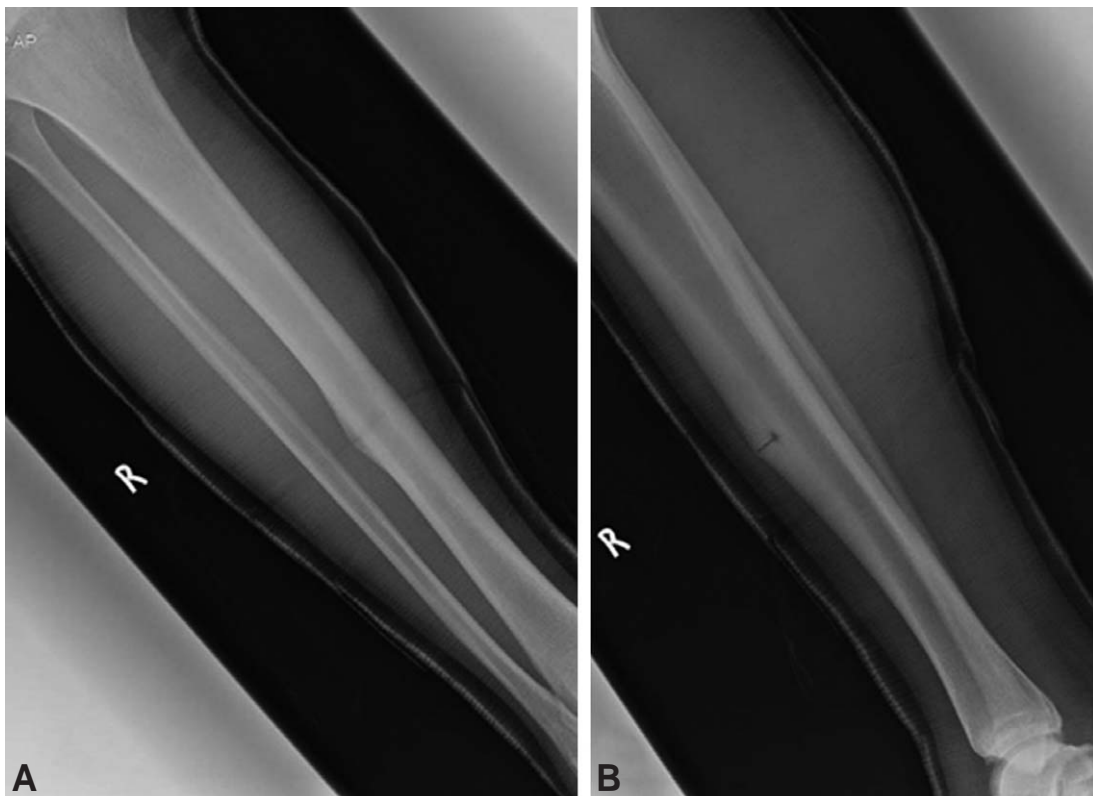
Plain radiographs were taken 1 month after 1st operation (bone graft) on AP (A) and lateral (B) views. A "Dreaded black line" was enlarged.
